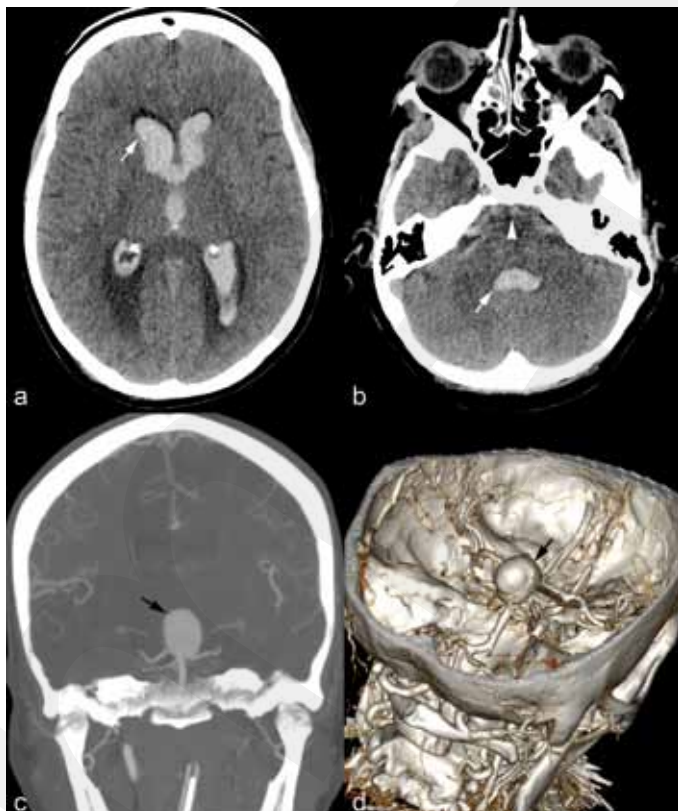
CT natif (a, b) montre une hémorragie tétraventriculaire massive (flèches blanches) ainsi que dans la citerne prépontique (tête de flèche). La rupture d'un anévrisme géant de la pointe du tronc basilaire (flèches noires en c et d) est responsable de ce saignement.
